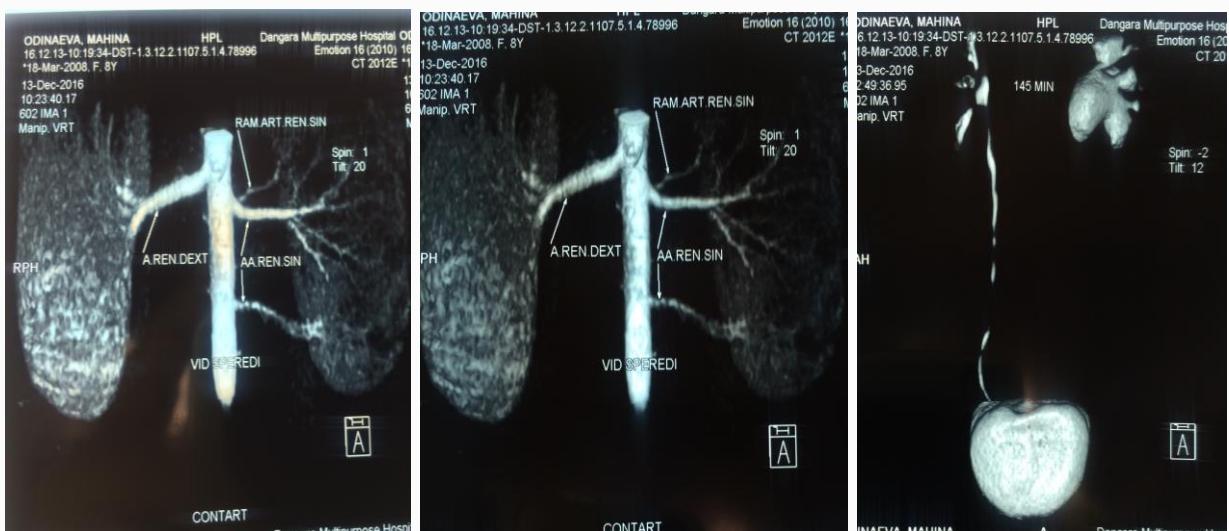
Серия компьютерной томографии на фоне экскреторной фазы внутривенной урографии. КТ-признаки стриктура ЛМС, гидронефроз на фоне добавочного сосуда левой почек. Аномалия почечной артерии: добавочные артерии верхнего и нижнего полюса левой почки
